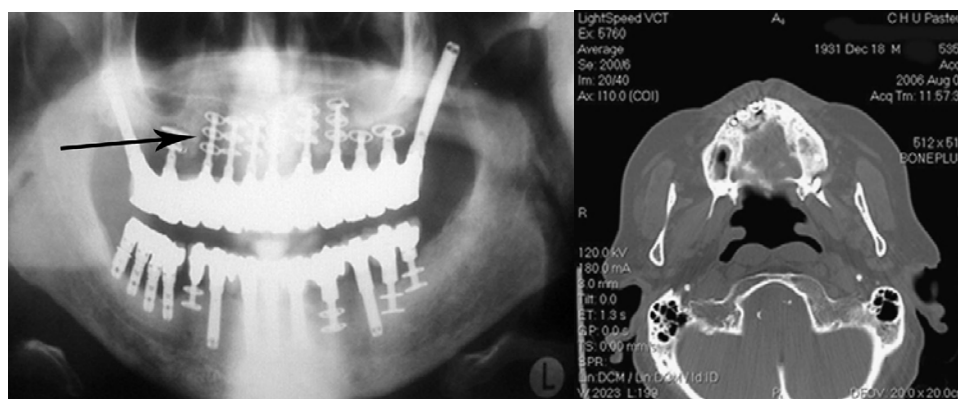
Examens radiographiques, la zone radioclaire péri-implantaire témoigne de l'ostéonécrose, d'après Savoldelli et coll. (78)
